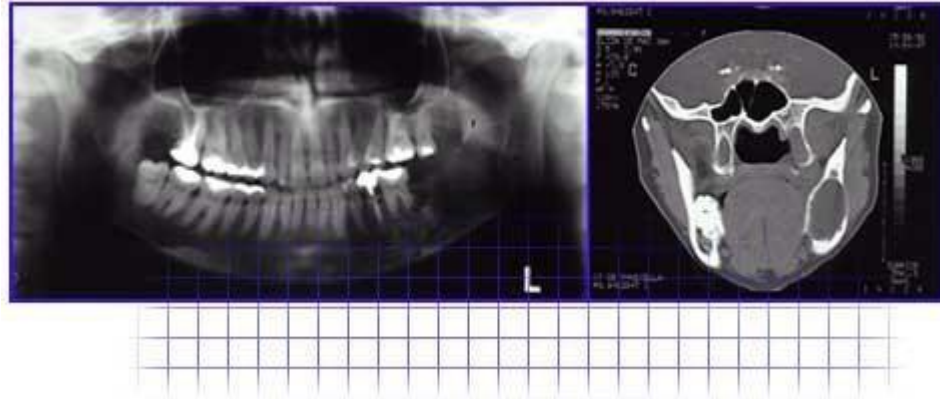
Radiografia panorâmica e ressonância magnética que evidenciam a existência de ameloblastoma na mandíbula.
